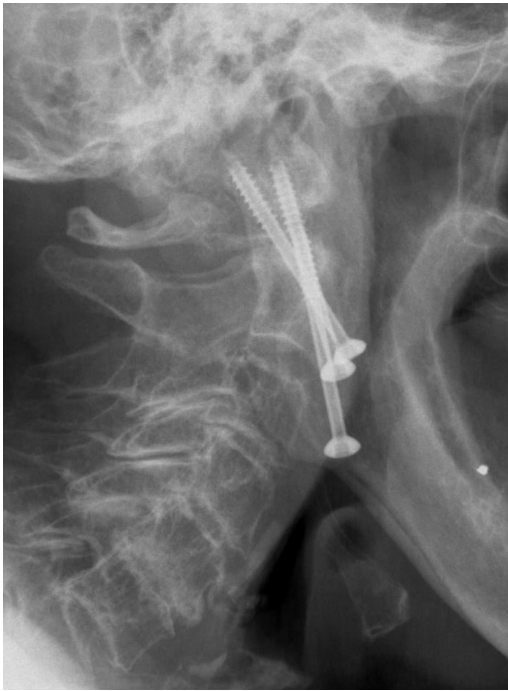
RTG dokumentace fixace zlomeniny dentu C2 kombinací tahového kanylovaného šroubu a dvěma šrouby zavedenými transartikulárně C1 - C2 u 83 leté pacientky; *a* – boční pohled, *b* – zadopřední pohled
